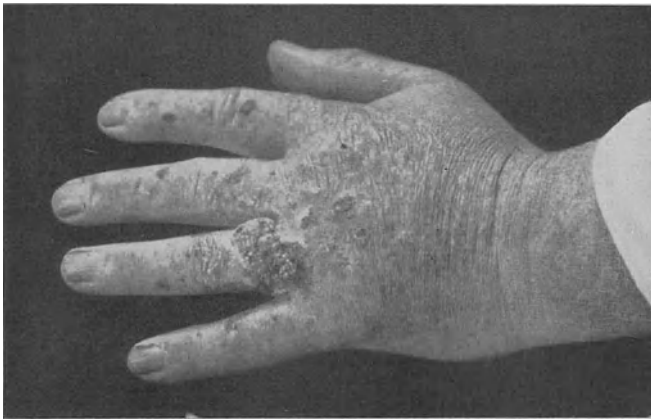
Röntgenkarzinom mit seinen Vorstadien.
